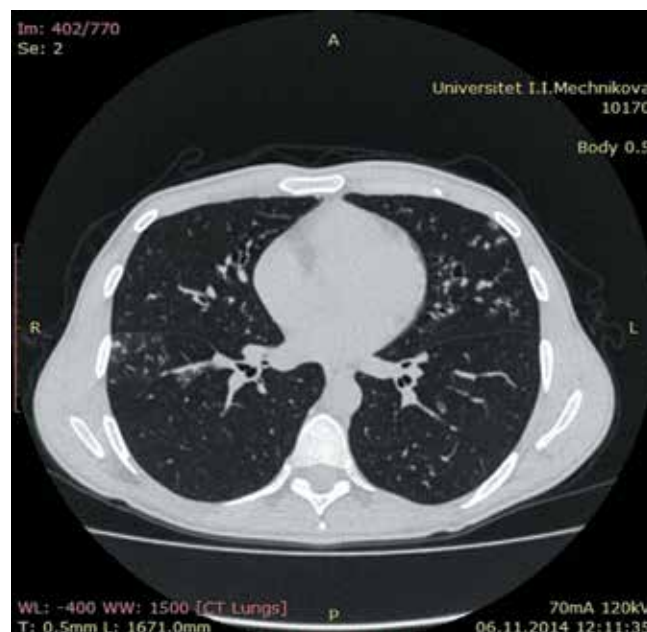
Сканы спиральной компьютерной томографии пациента Б., ноябрь 2015 года
